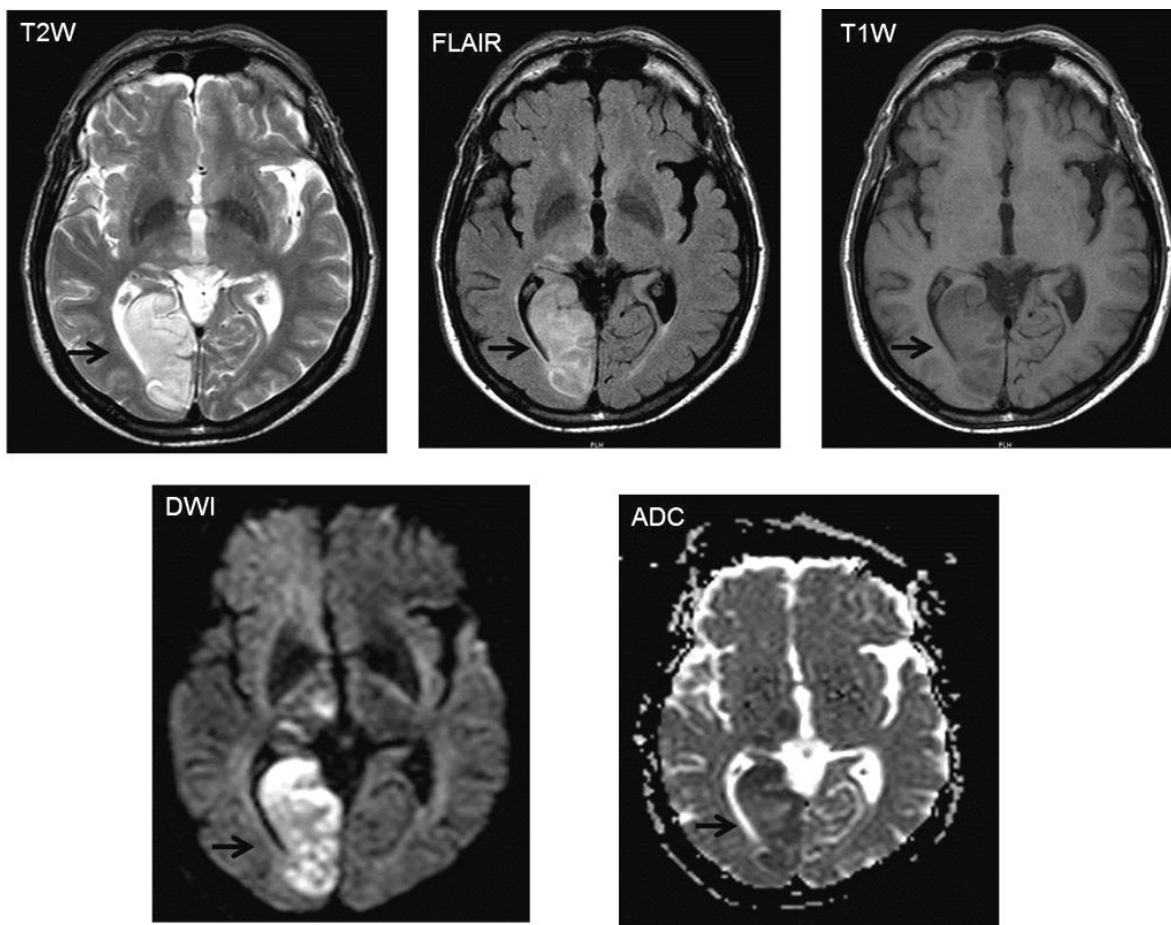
ECV subagudo ACP derecha. Se evidencia en las diferentes secuencias un área correspondiente al territorio vascular de la ACP derecha, hiperintensa en T2W, con “efecto de niebla” en FLAIR, hipointensa en T1W, que restringe en la imagen de DWI y presenta pseudonormalización en el mapa ADC. (flecha negra). Imagen archivo F.C.I
